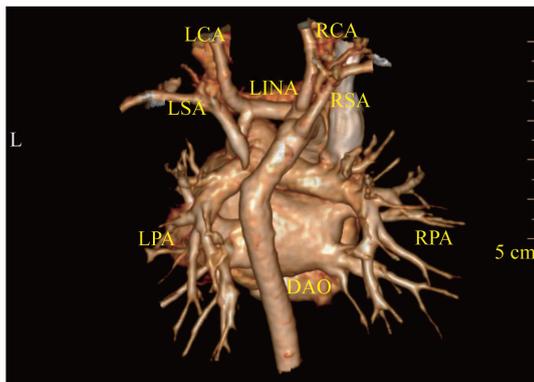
镜面右位主动脉弓伴左位动脉导管连接降主动脉胎儿出生后约 1 年复查 CT 血管三维重建图
